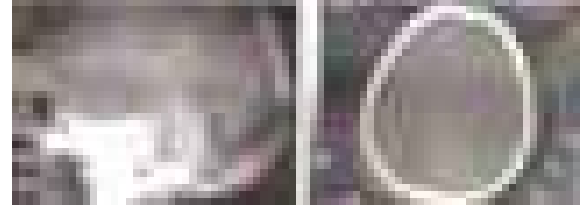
a/b. 2 nolu olgunun direkt kraniografisinde oksipitalde vertikal çizgisel kırık görülmektedir. BBT sinde aynı bölgede kırık izlenmemektedir.
